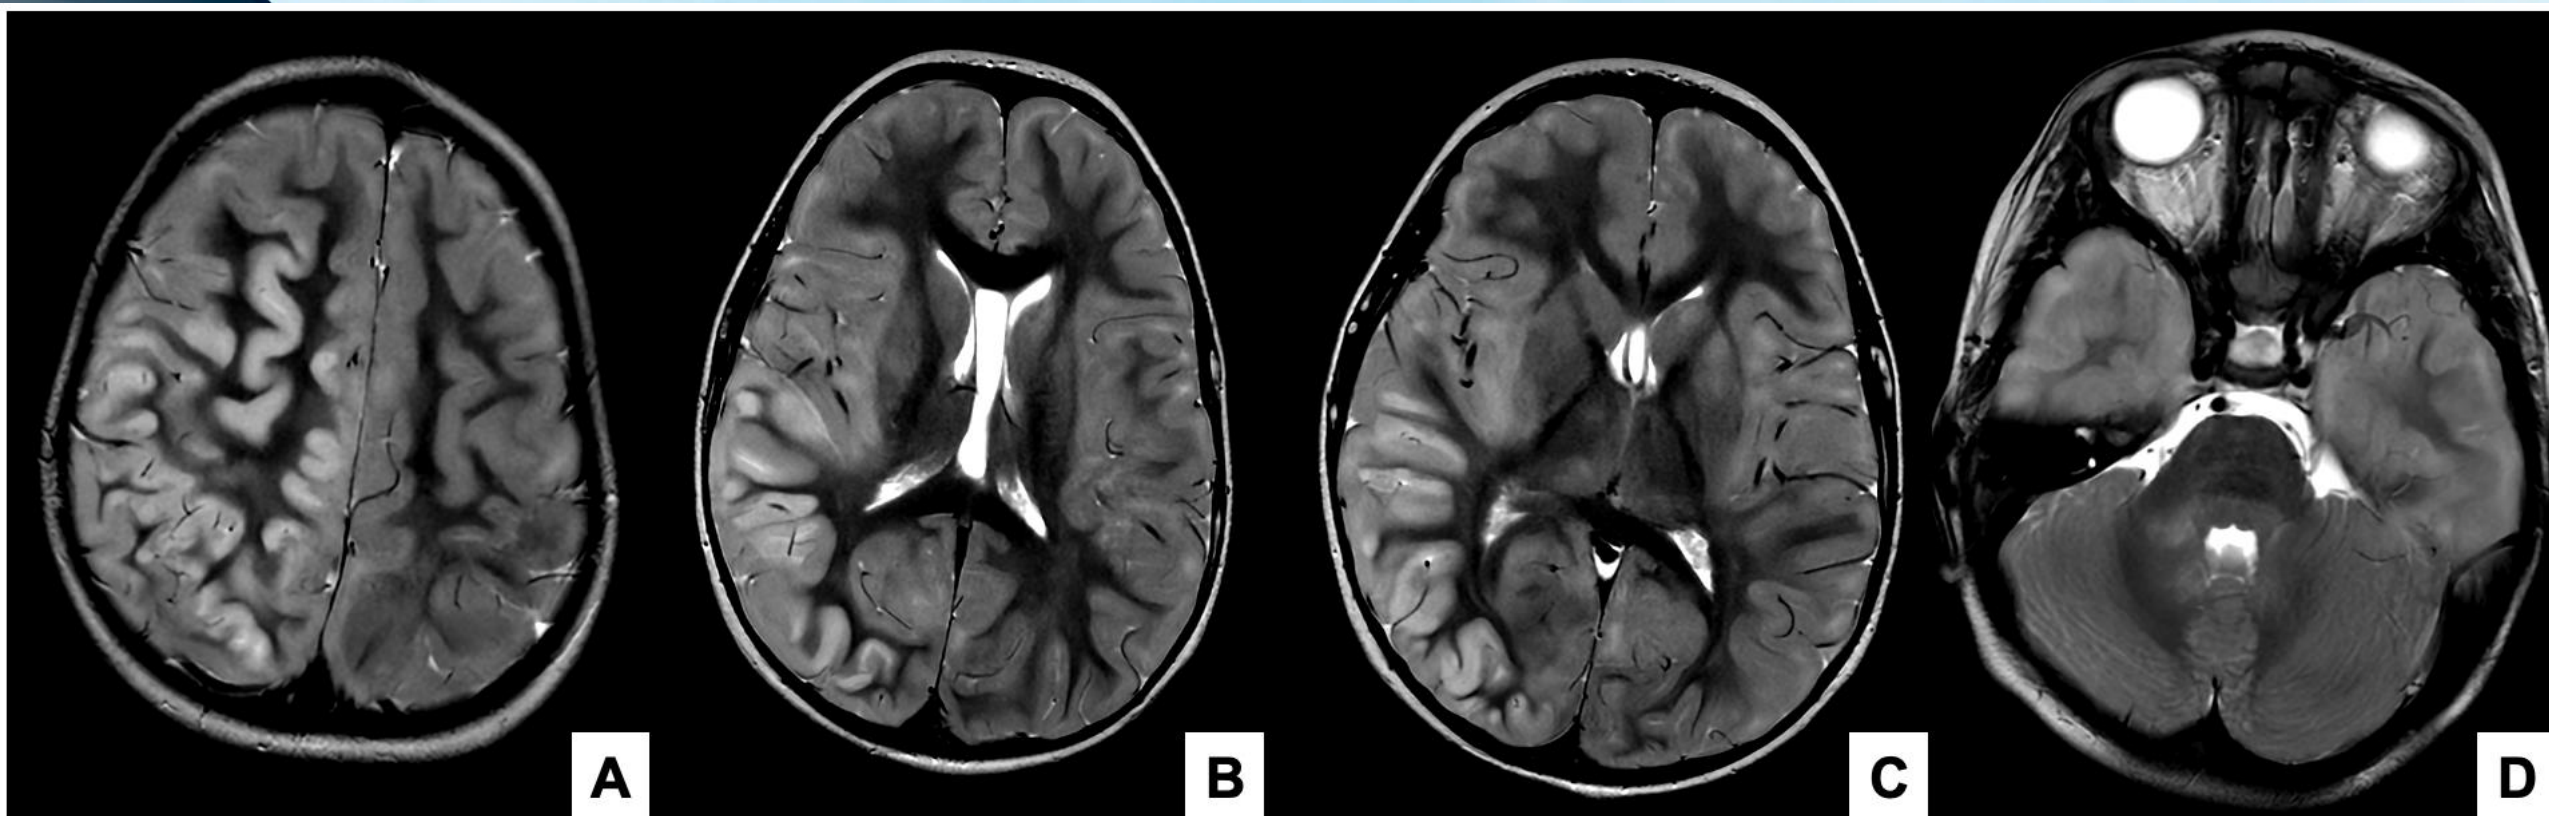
RM DE CRANEO. T2WI. ADEM. Niño de 3 años con fiebre y foco epileptiforme frontotemporal derecho. Escala de coma de Glasgow 9. En las secuencias potenciadas en T2, se observa una extensa alteración de señal en la sustancia gris de la corteza cerebral, con mayor afectación en el hemisferio derecho (A, B, C), así como en ganglios basales, donde se observa afectación de tálamos, núcleos caudados, globos pálidos y putámenes de forma bilateral (B, C). En la sustancia blanca de fosa posterior en torno a cuarto ventrículo, también existe alteración de señal (D). No se observó realce de contraste de las lesiones.
